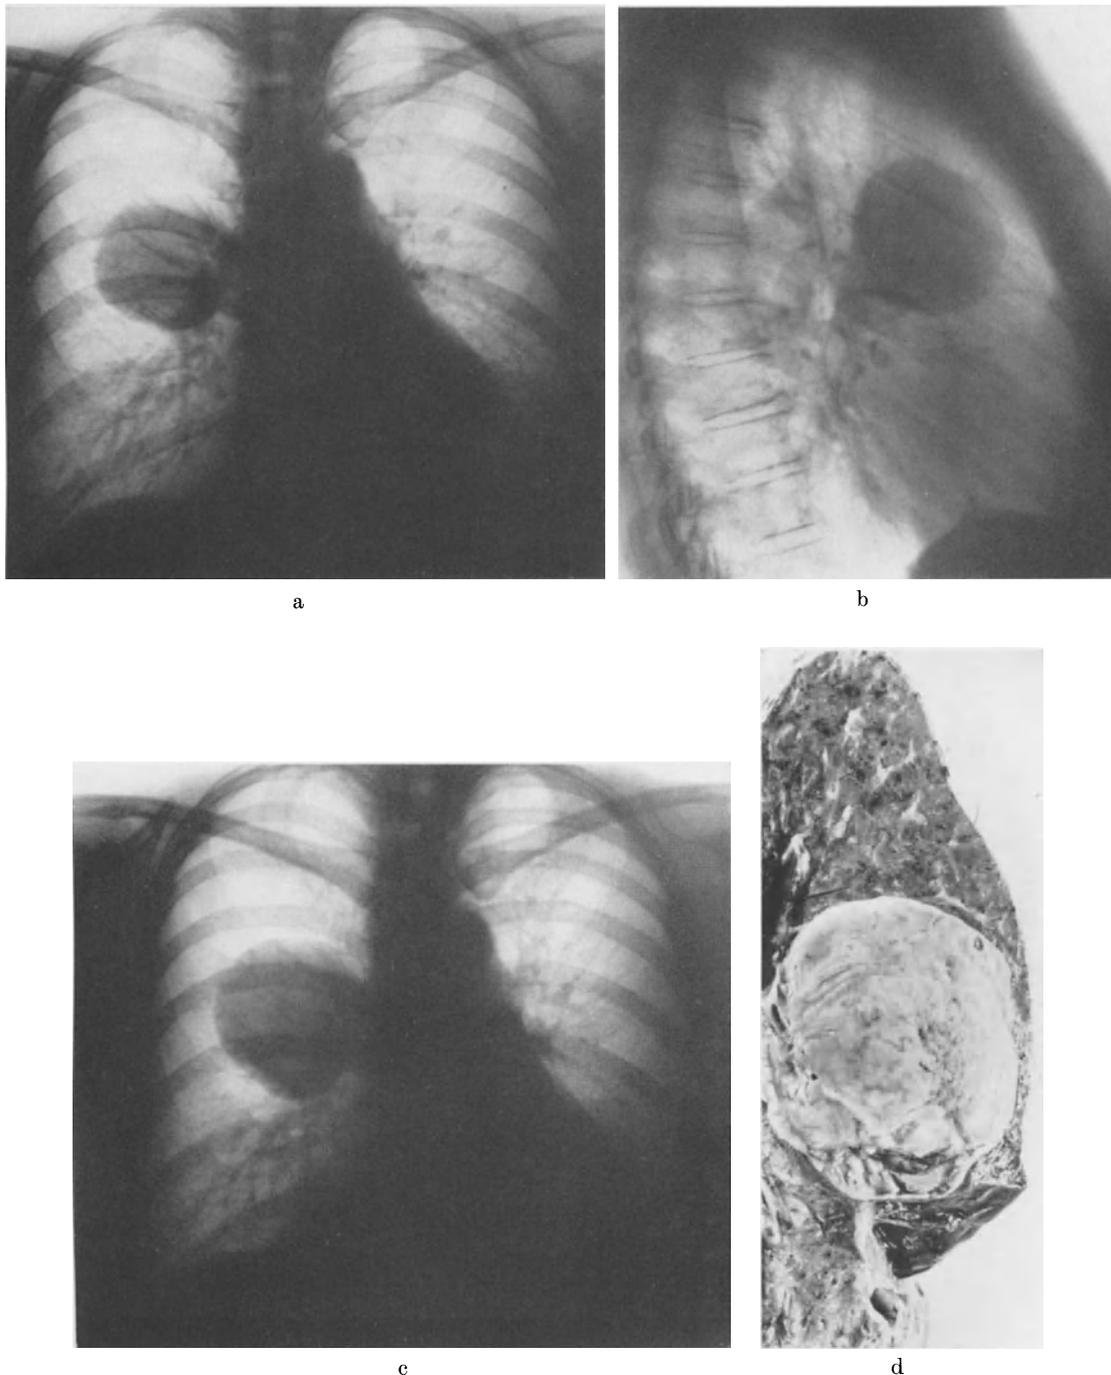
d. *Spindelzellsarkom* im vorderen Segment des rechten Lungenoberlappens. a *Röntgenbild a.-p.* am 27. 4. 56. b *Röntgenbild seitlich* am 27. 4. 56. c *Röntgenbild p. a.* am 24. 5. 56. Innerhalb von 4 Wochen ist der Tumor deutlich größer geworden. d *Schnittfläche des Operationspräparates*
